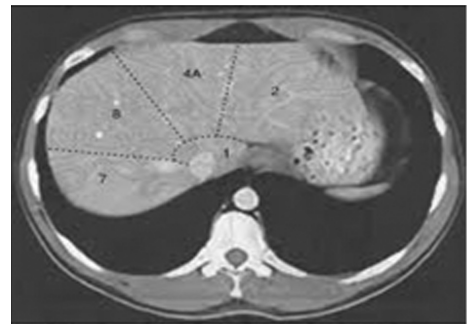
CT hepatic. Segmentele.
